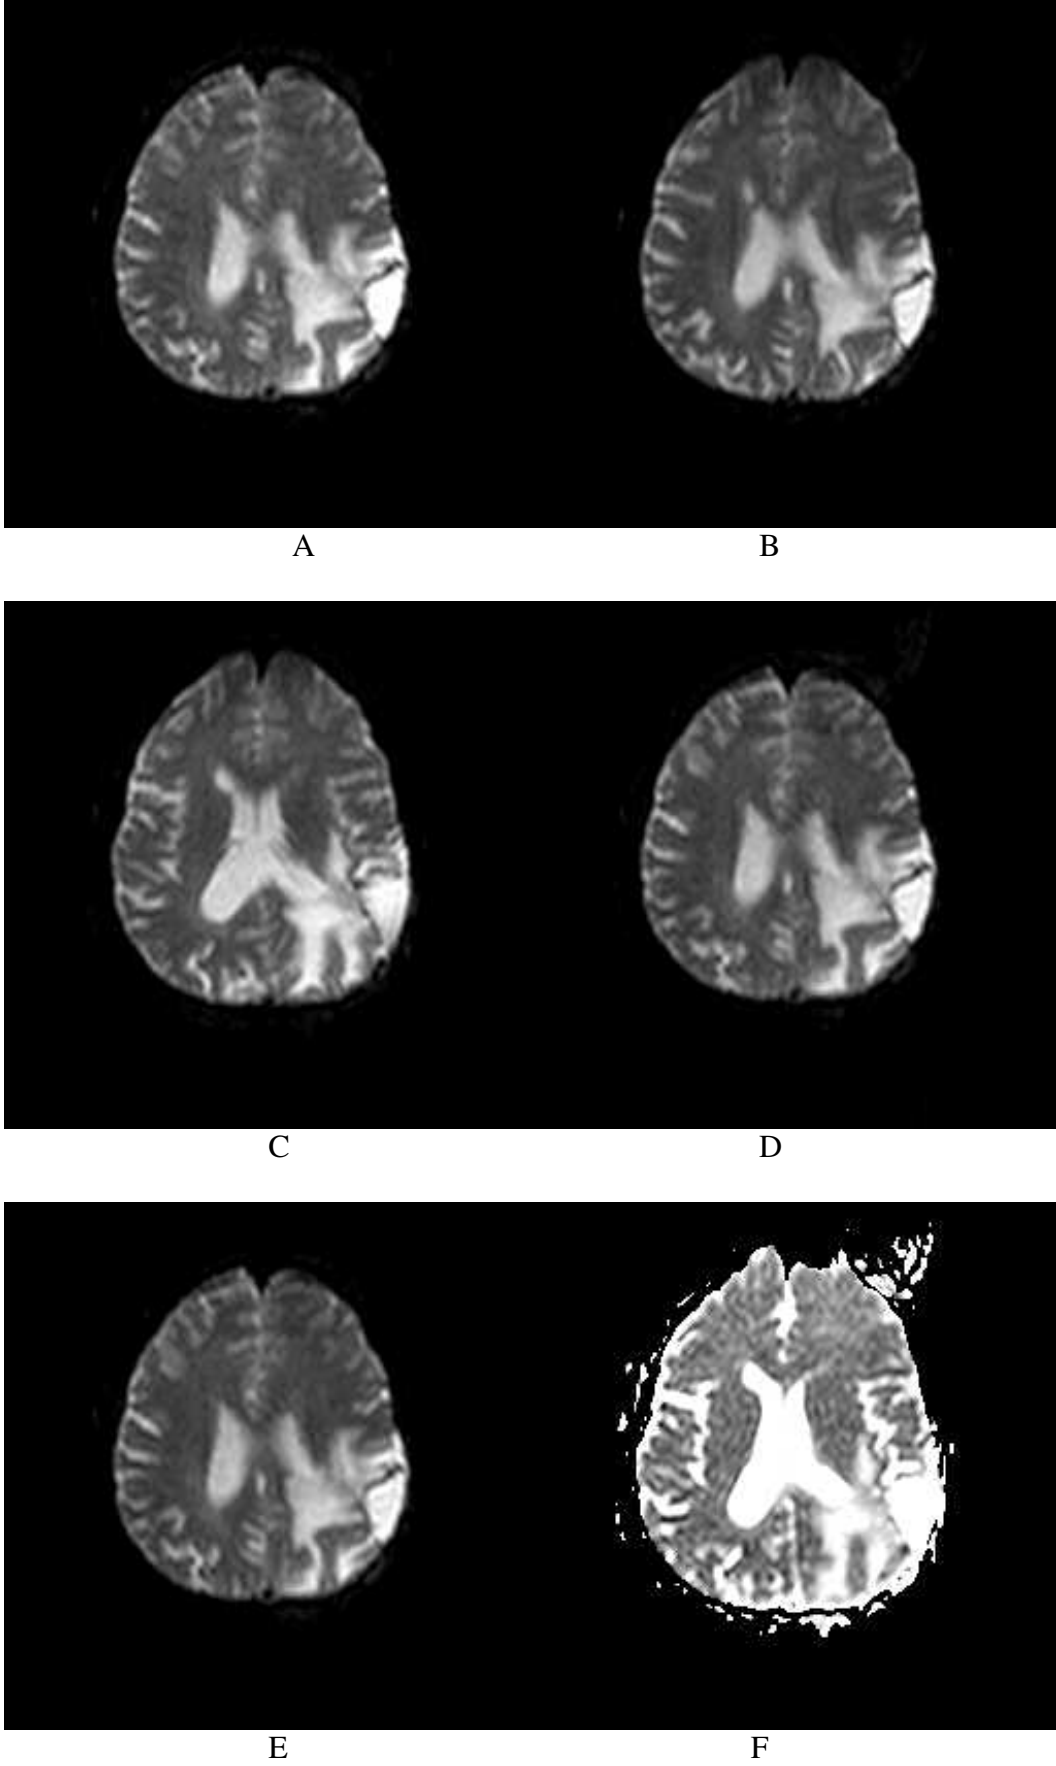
13 yaşında sağ lateral ventrikül yerleşimli derece II ependimomalı çocuk (kız) vaka. DWI ve ADC harita üzerine elips şeklinde yerleştirilmiş ROI
